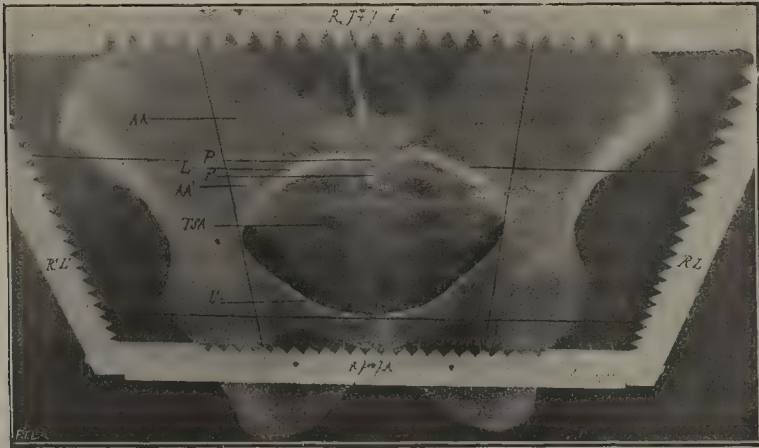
Radiographie du même bassin, le squelette est couché *sur le ventre*.
